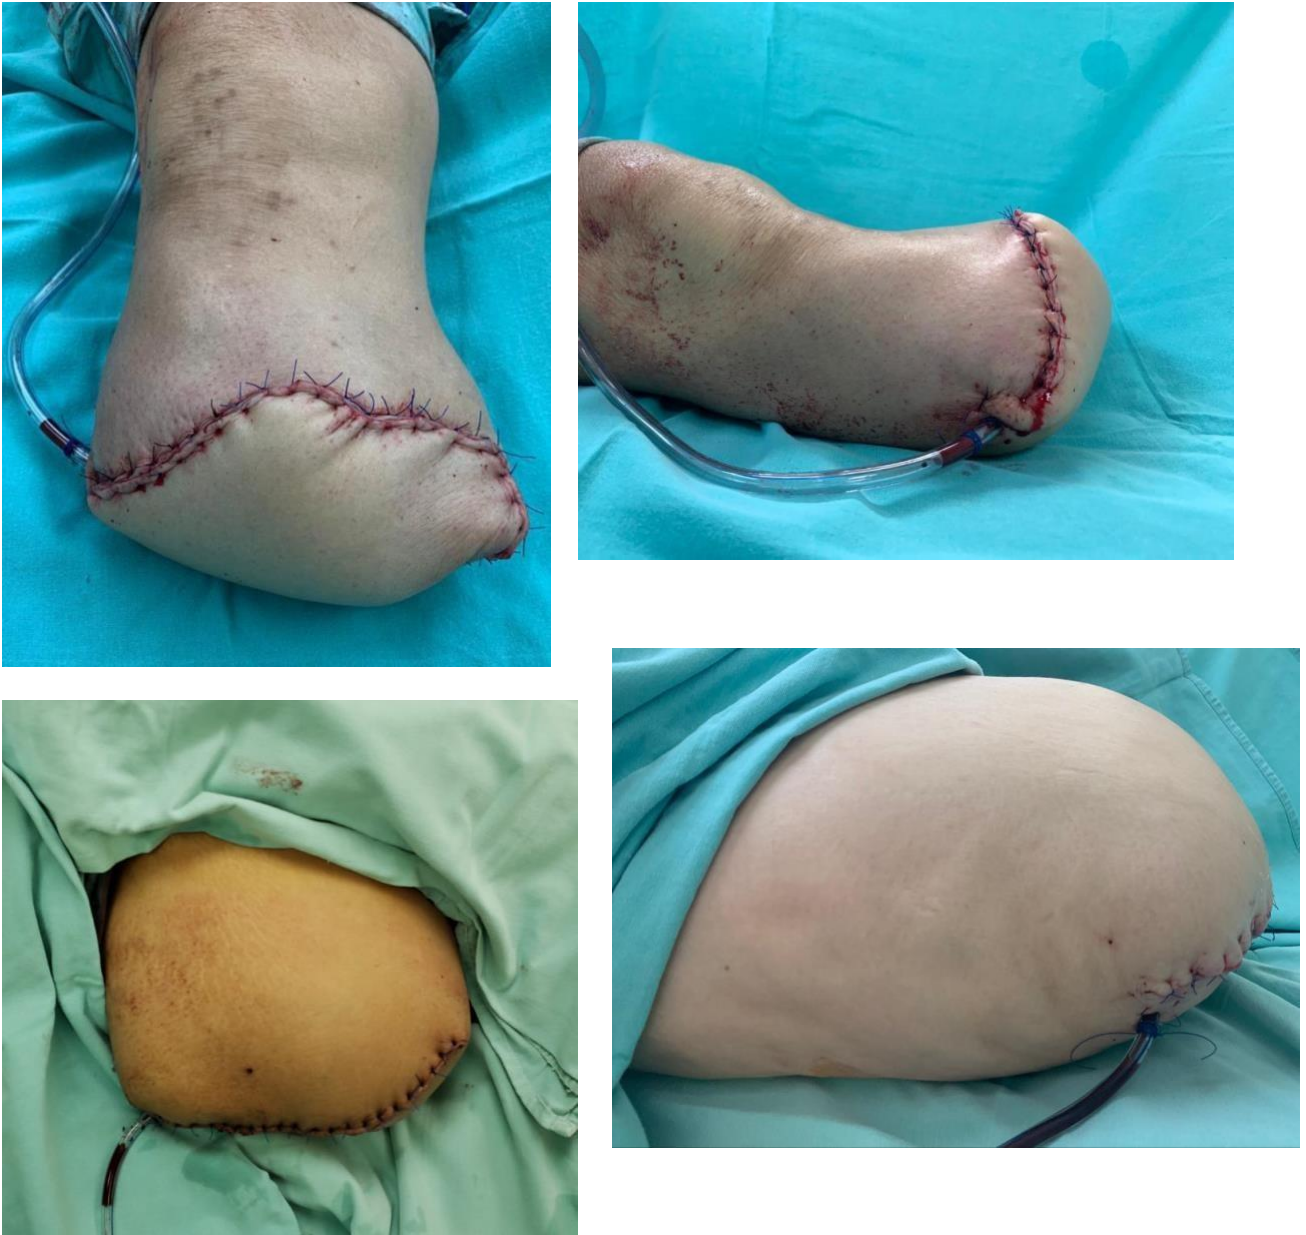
Radiografías y fotografías clínicas postoperatorias de las amputaciones transtibiales y transfemorales analizadas en el presente estudio.
